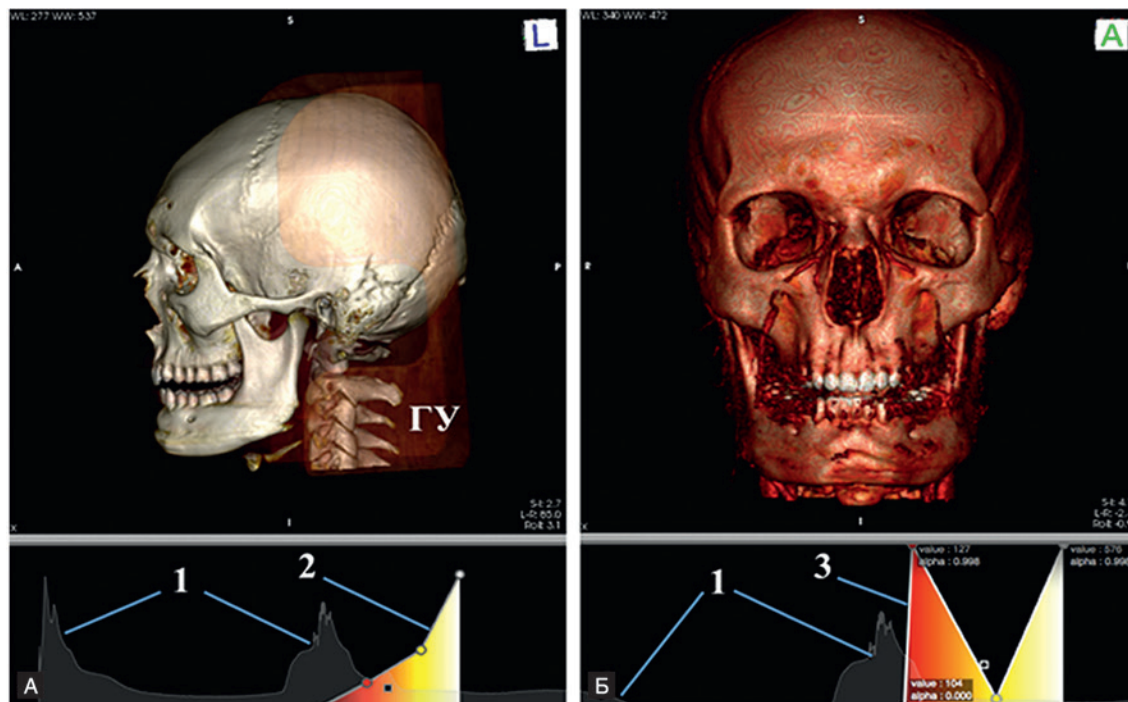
А–Б. Пример построения 3D-реконструкции КТ-ангиографии:
